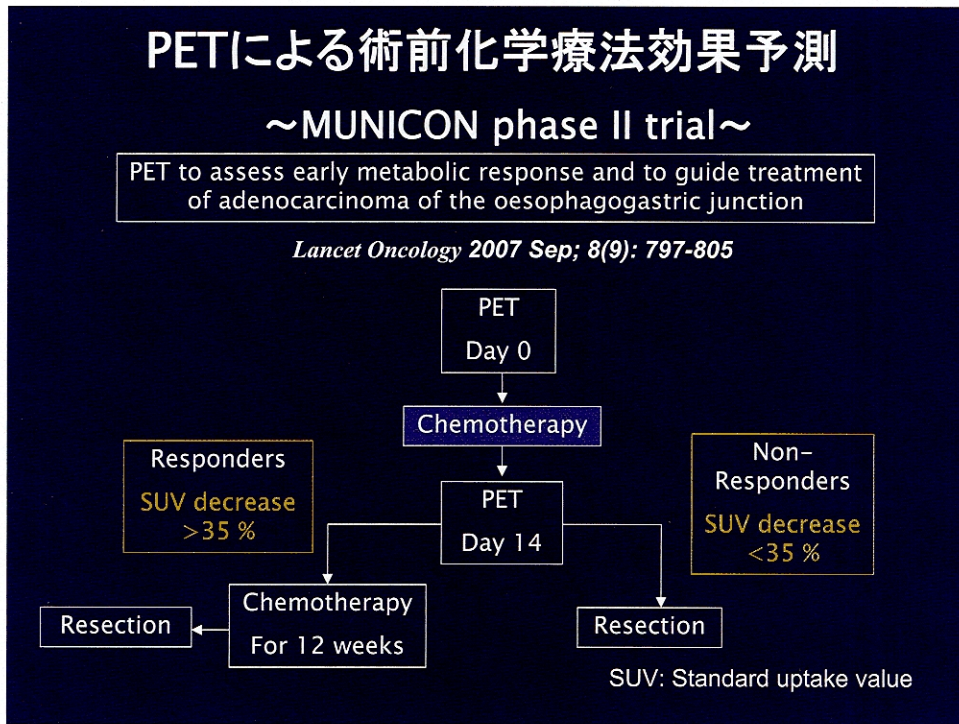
FDG-PETによる術前化学療法の治療効果判定 (文献24より)
